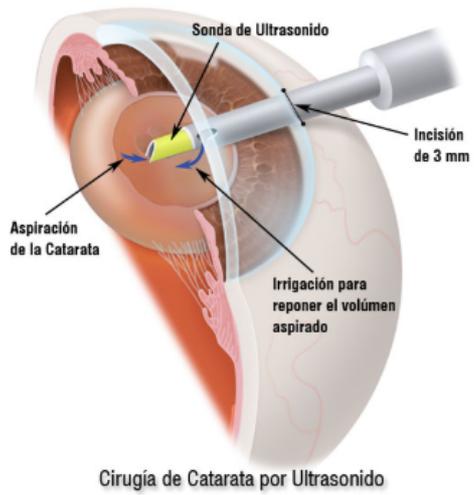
Centro Oftalmológico Dr. Alfredo Bermúdez (s.f). *Cirugía de Catarata por Ultrasonido*. Recuperado de <http://www.centrobermudez.com.ar/index.php/informacion-a-pacientes/catarata-relacionada-con-la-edad>
